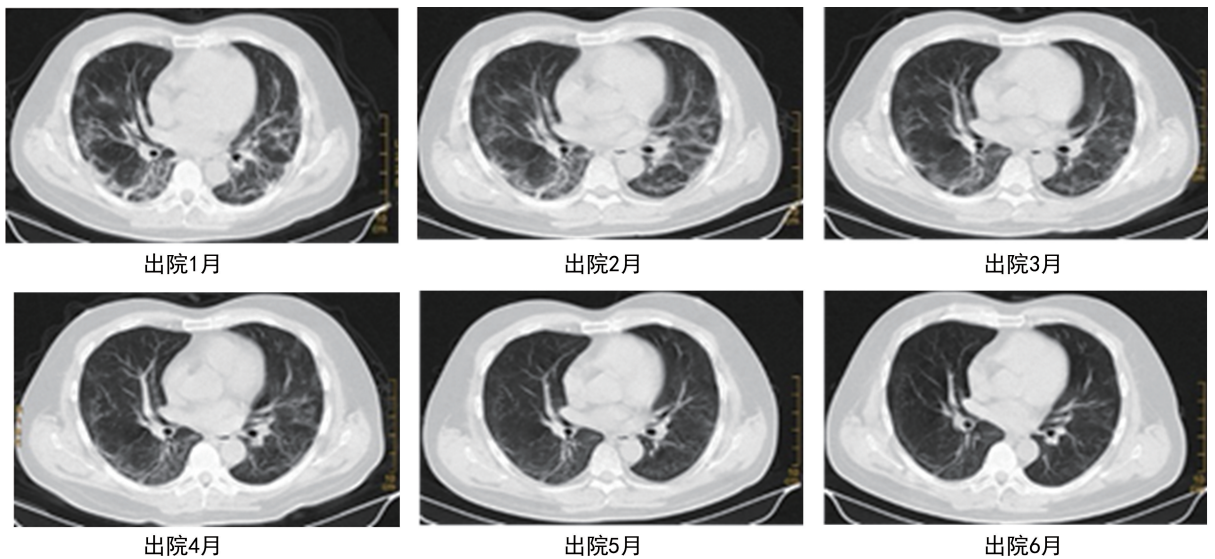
典型病例胸部 HRCT 肺间质纤维化病灶变化
